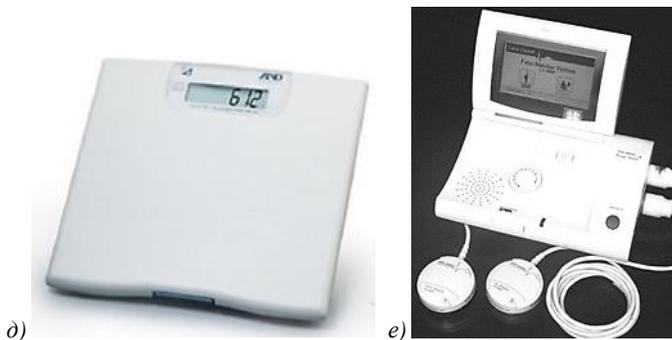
Примеры медицинских изделий, применяемых для дистанционного наблюдения за состоянием здоровья в Российской Федерации (в соответствии с Государственным реестром медицинских изделий и организаций (индивидуальных предпринимателей), осуществляющих производство и изготовление медицинских изделий): *a* – система скрининга сердца компьютерная «Кардиовизор» – персональный электрокардиограф с дисперсионным картированием со встроенным модулем беспроводной связи (GSM); *б* – телеэлектрокардиограф индивидуальный Vitarphone со встроенным модулем беспроводной связи; *в* – прибор для измерения артериального давления и частоты пульса цифровой с передачей данных по Bluetooth, с принадлежностями, модель: UA-911BT; *г* – портативный анализатор мочи «ЭТТА АМП-01 на тест-полосках» (со встроенным модулем беспроводной связи bluetooth для передачи данных через мобильное приложение); *д* – весы медицинские электронные с передачей данных по Bluetooth; *е* – портативный фетальный монитор CG-900P Fetal Trace для фиксации кардиотокографии с передачей данных в персональный компьютер
